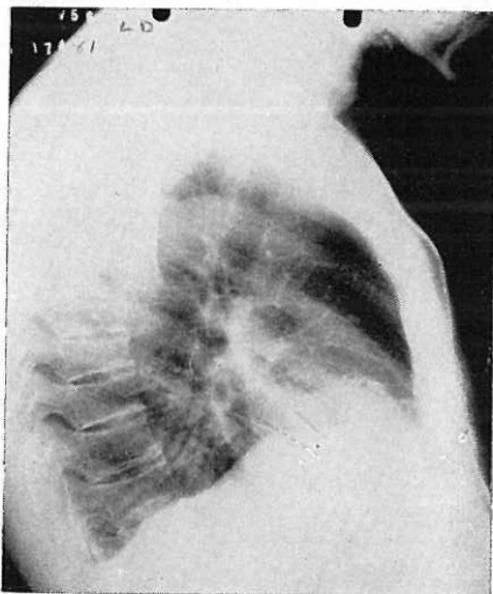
Radiografía lateral del tórax en el mismo caso de la figura 13.
